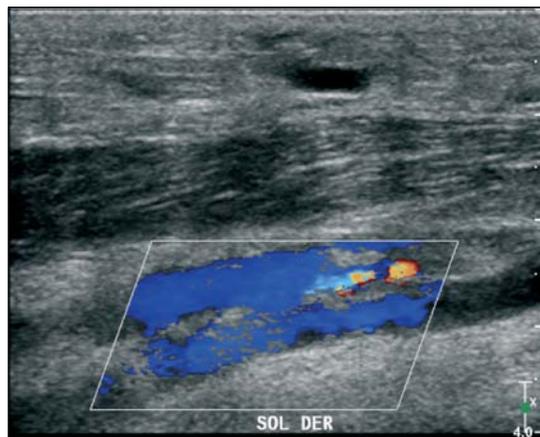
Ecografía doppler de compartimiento profundo posterior de pierna derecha, donde el área delimitada dentro del romboide, en color azul, denota un segmento venoso con estasis sanguínea, producto de la trombosis local.
